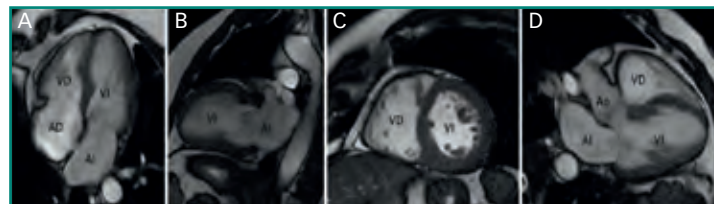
Secuencias cine de RM o sangre blanca en los cuatro planos de referencia. A: cuatro cámaras; B: dos cámaras o eje largo; C: eje corto, y D: tres cámaras.
